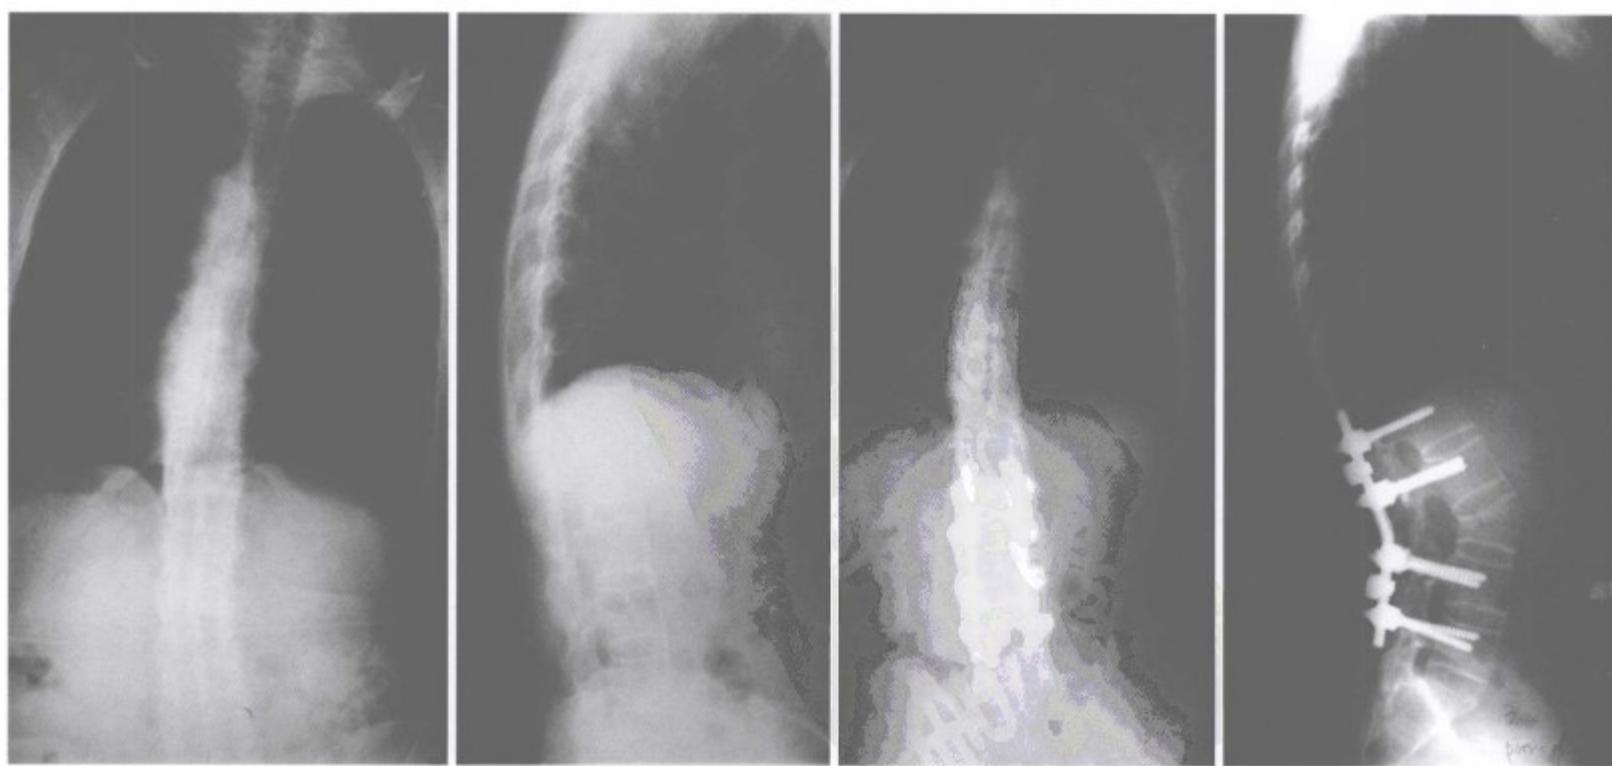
男性患者，45岁，强直性脊柱炎后凸畸形，L<sub>3</sub>经椎弓根椎体截骨手术前后X线片
